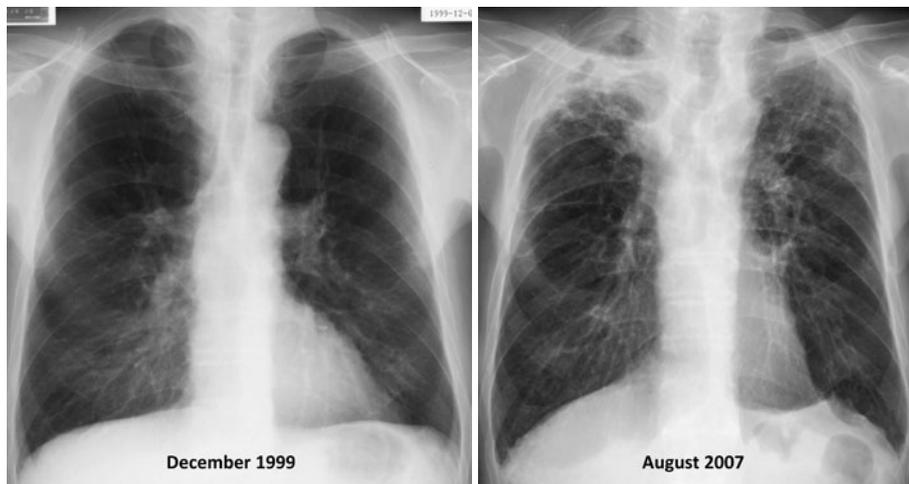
胸部単純X線写真の経過。1999年：両側上中肺野で透過性が亢進し、横隔膜の平低化を認める。2007年：両側上肺野で右側優位に不均一な透過性低下域を認める。気管の屈曲、蛇行を認め、縦隔側の横隔膜は拳上している。
